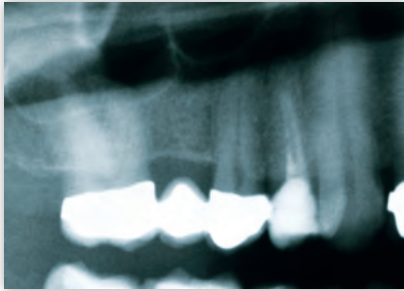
Diagnostische Röntgenaufnahme von Zahn 14 (Ausschnitt aus OPG, Fallbeispiel 1)
